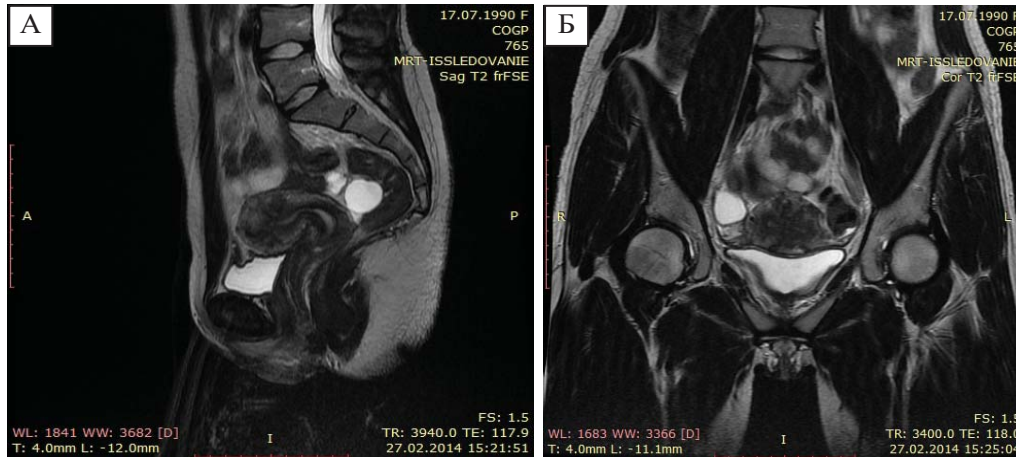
МРТ органів малого тазу, виконана при помірному наповненні сечового міхура: А – сагітальна проекція; Б – корональна проекція. Аденоміоз матки: міометрій з гіпоінтенсивними включеннями, дифузно розташованими в міометрії. МСЗ до 1,2 см, має нерівні контури, неоднорідну структуру.
